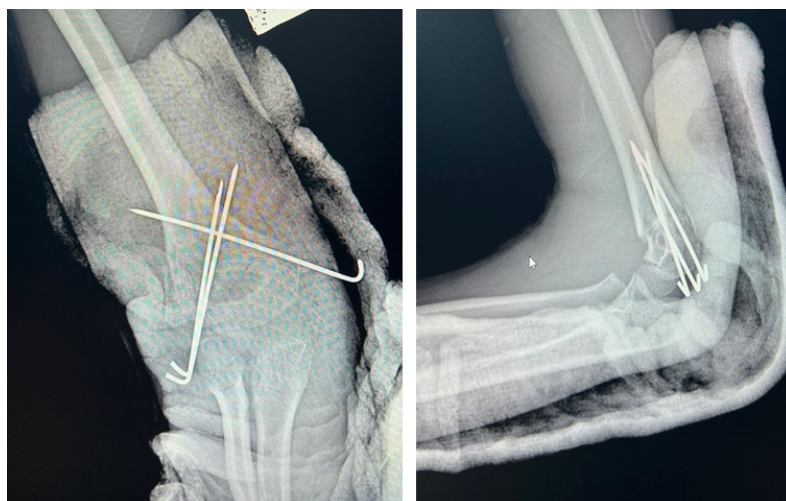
Контрольный рентгеновский снимок после проведения спиц и гипсовой иммобилизации
